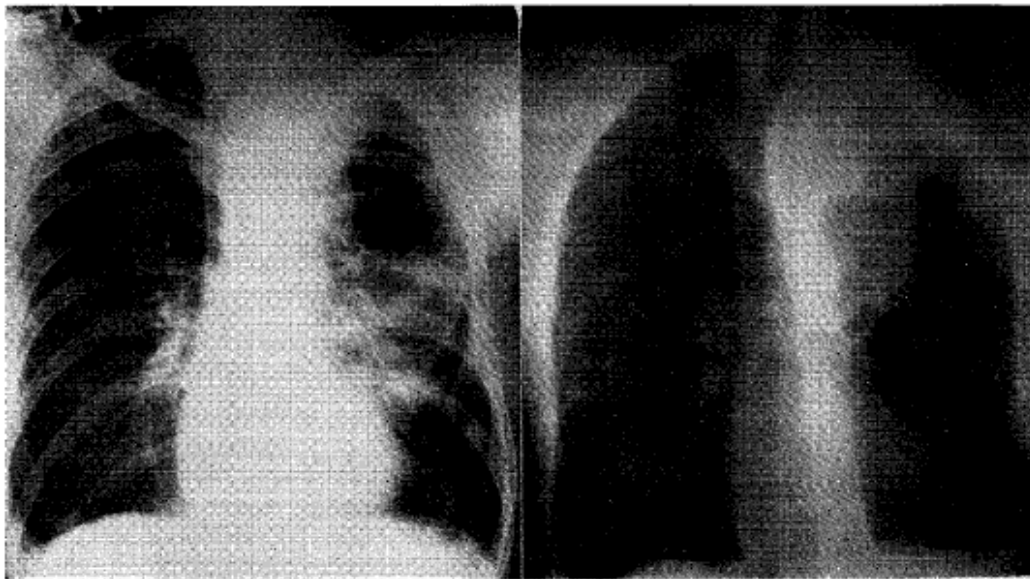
Ejemplos de radiografías de tórax convencionales, la de la izquierda se ha realizado con una tensión entre cátodo y ánodo de 80 *kV* y la de la derecha con un voltaje de 2 *MV*
